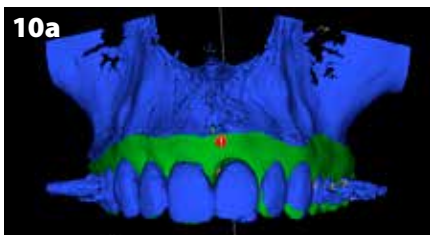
Aus der 3D-Aufnahme des CBCT wurde eine Pilotbohrschablone erstellt.
